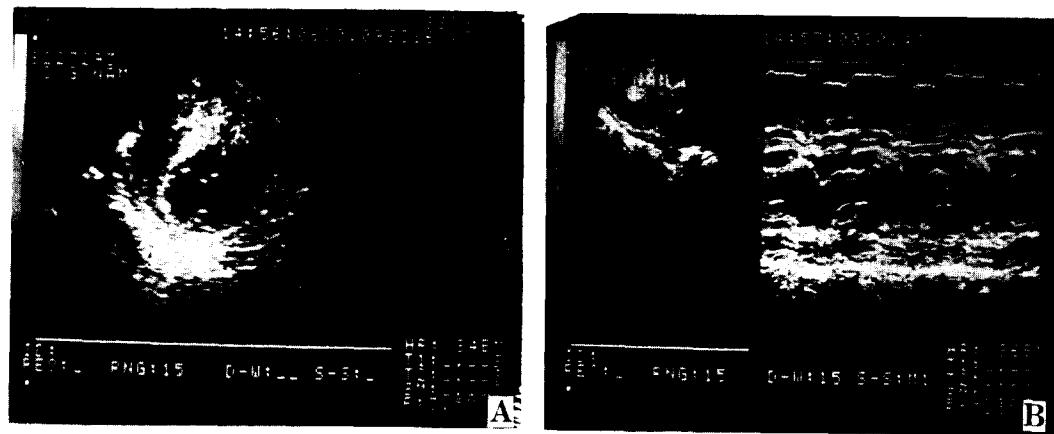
Post-Op. 2 D-Echocardiogram
